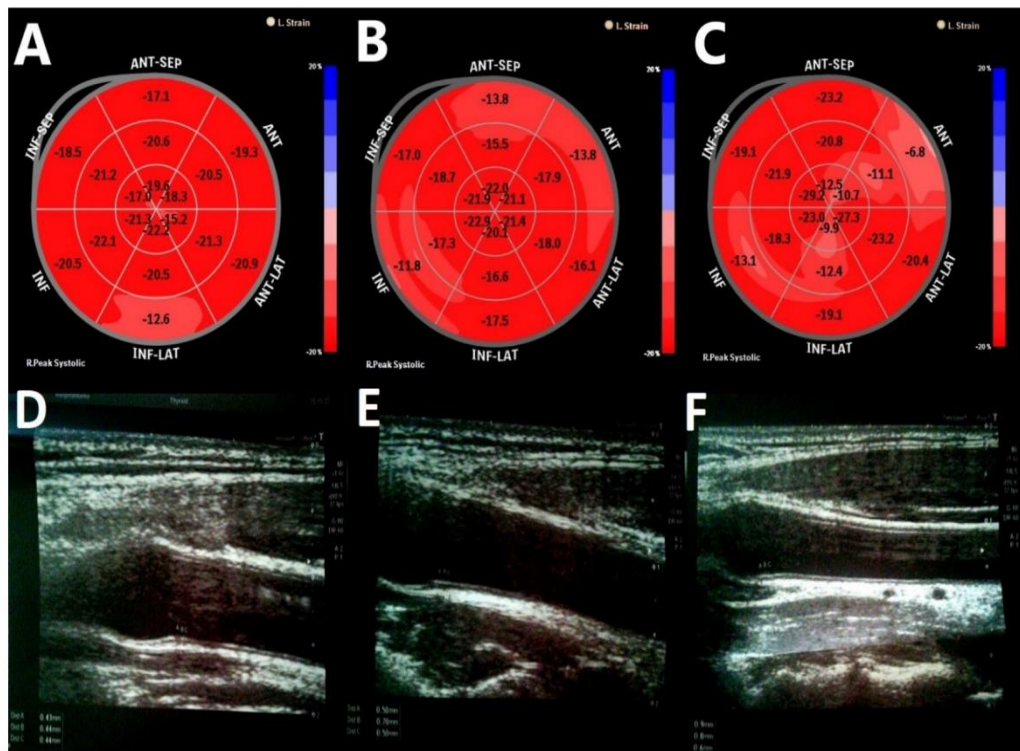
Left ventricular global longitudinal strain (GLS) in (A) a healthy subject, (B) women with exclusively type 1 diabetes mellitus (T1DM), (C) women with T1DM and Hashimoto's disease (HD); and ultrasound images of carotid intima-media thickness (cIMT) measurement in (D) a healthy subject, (E) women with exclusively T1DM, and (F) women with T1DM and HD.
